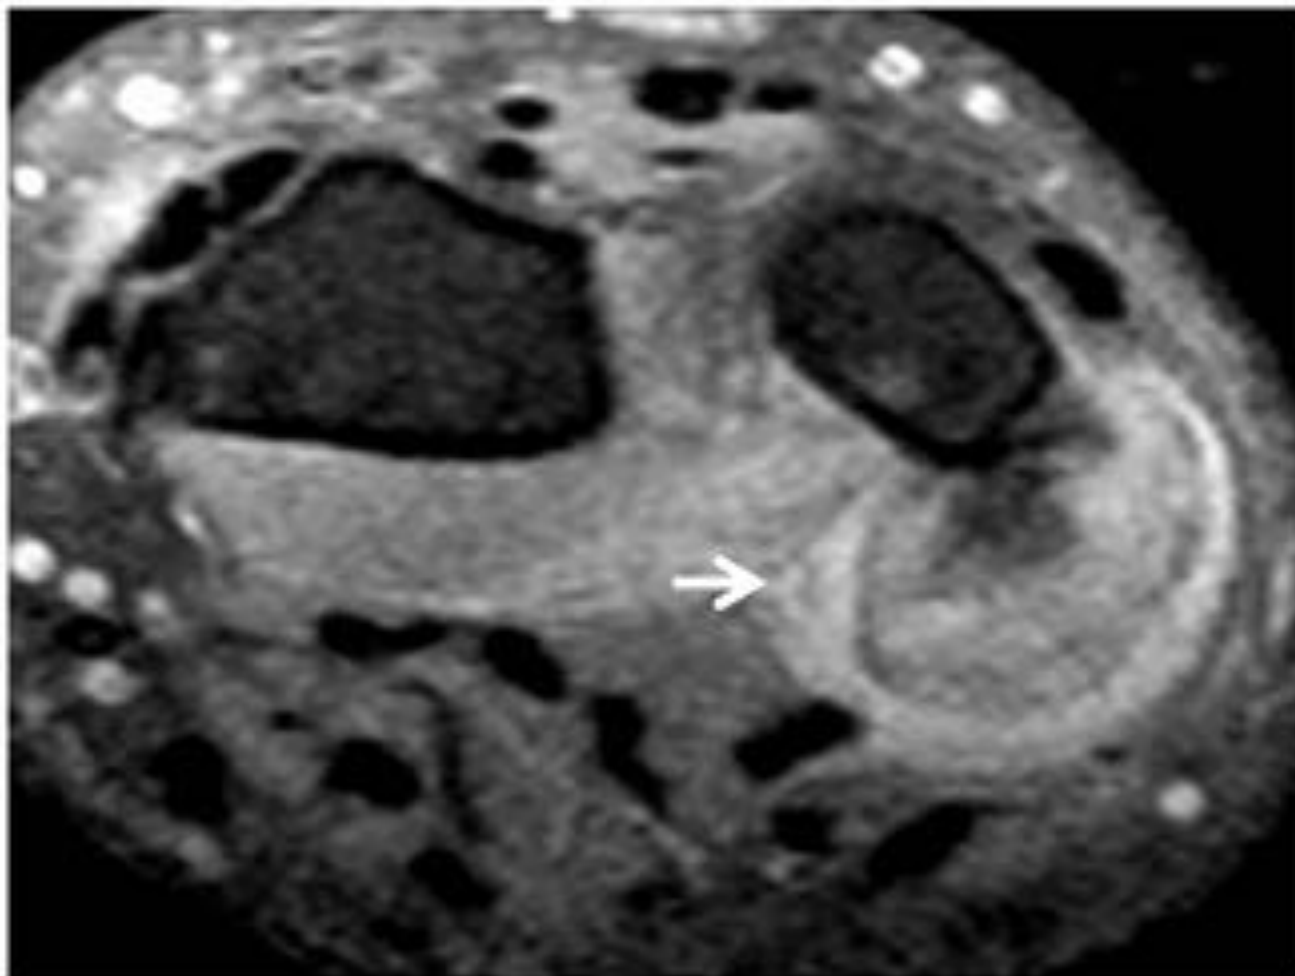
RM de muñeca en plano axial con secuencia potenciada en T2 FAT SAT del mismo paciente de las figuras 2 y 5 donde se visualiza la lesión de bordes bien delimitados con hiperintensidad de señal discretamente heterogénea (flecha). Se confirma la ausencia de afectación medular. El diagnóstico AP fue de POPB.
